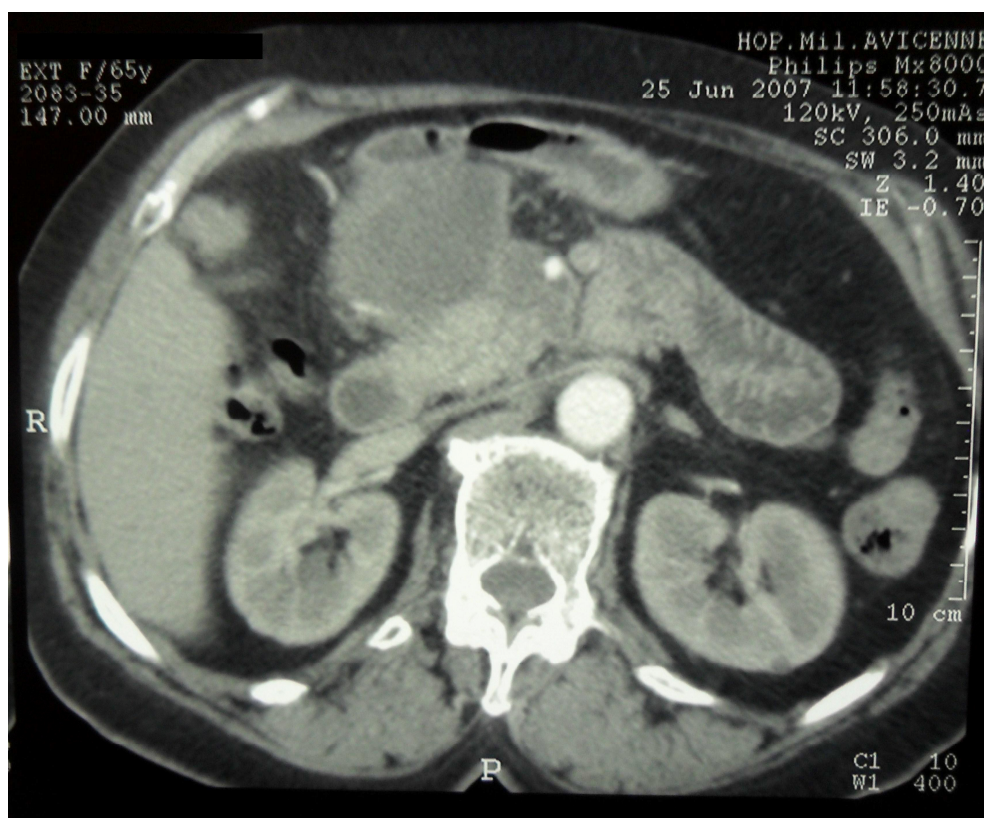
Images TDM avec contraste, en haut : en coupe axiale, en bas : en coupe coronale, qui montrent un pseudokyste céphalique du pancréas
